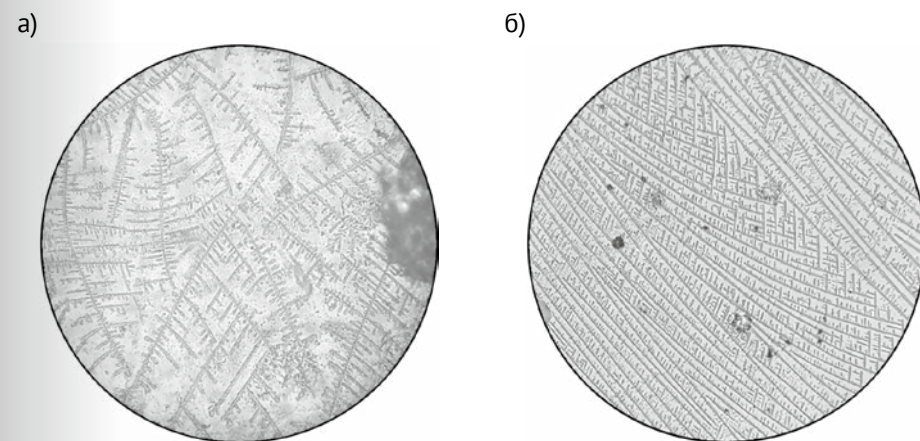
2б. Курсант П., 20 лет. Фотография кристаллов слюны: а) до начала ортодонтического лечения (II тип по О.Ю. Пузиковой, 1972); б) спустя 13 месяцев от начала ортодонтического лечения (сохраняется II тип кристаллов)
